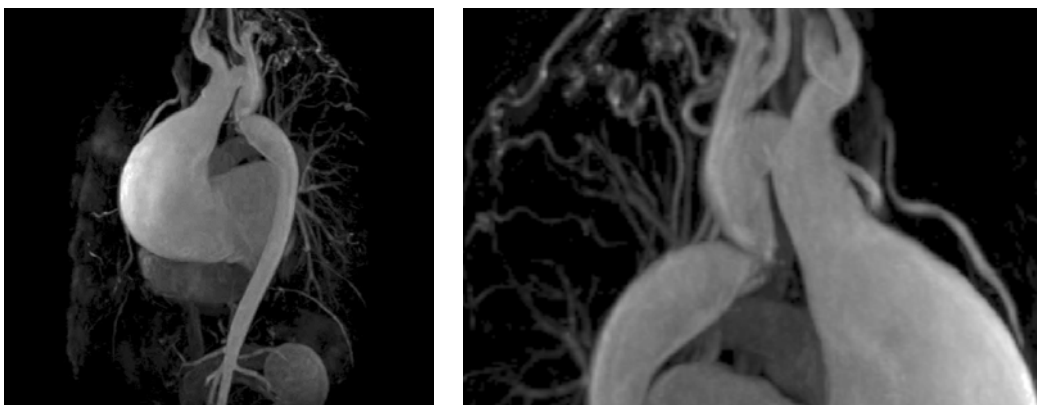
Imágenes de angiorresonancia de coartación aórtica.
